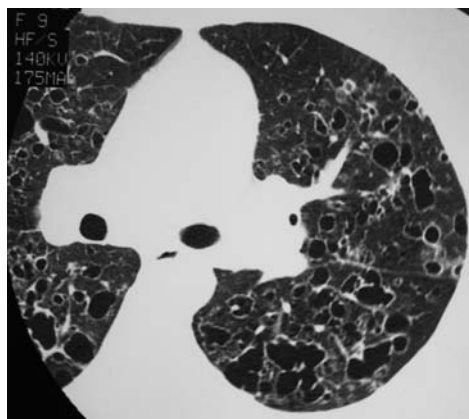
Tomografía axial computarizada de un paciente con histiocitosis de células de Langerhans pulmonar evolucionada. Se observan múltiples quistes pulmonares bilaterales y escasos nódulos.
